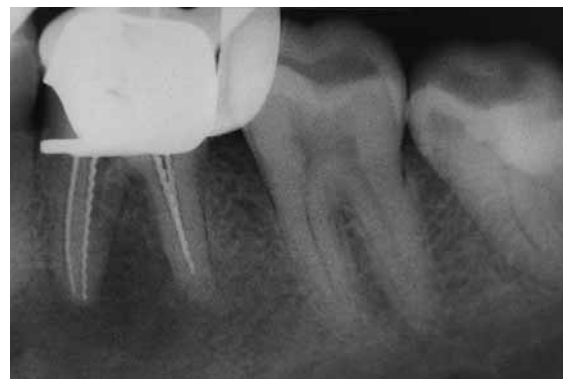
Röntgenmessaufnahme in der dritten Sitzung. Die Ausheilung der großen apikalen Aufhellung ist bereits erkennbar.
